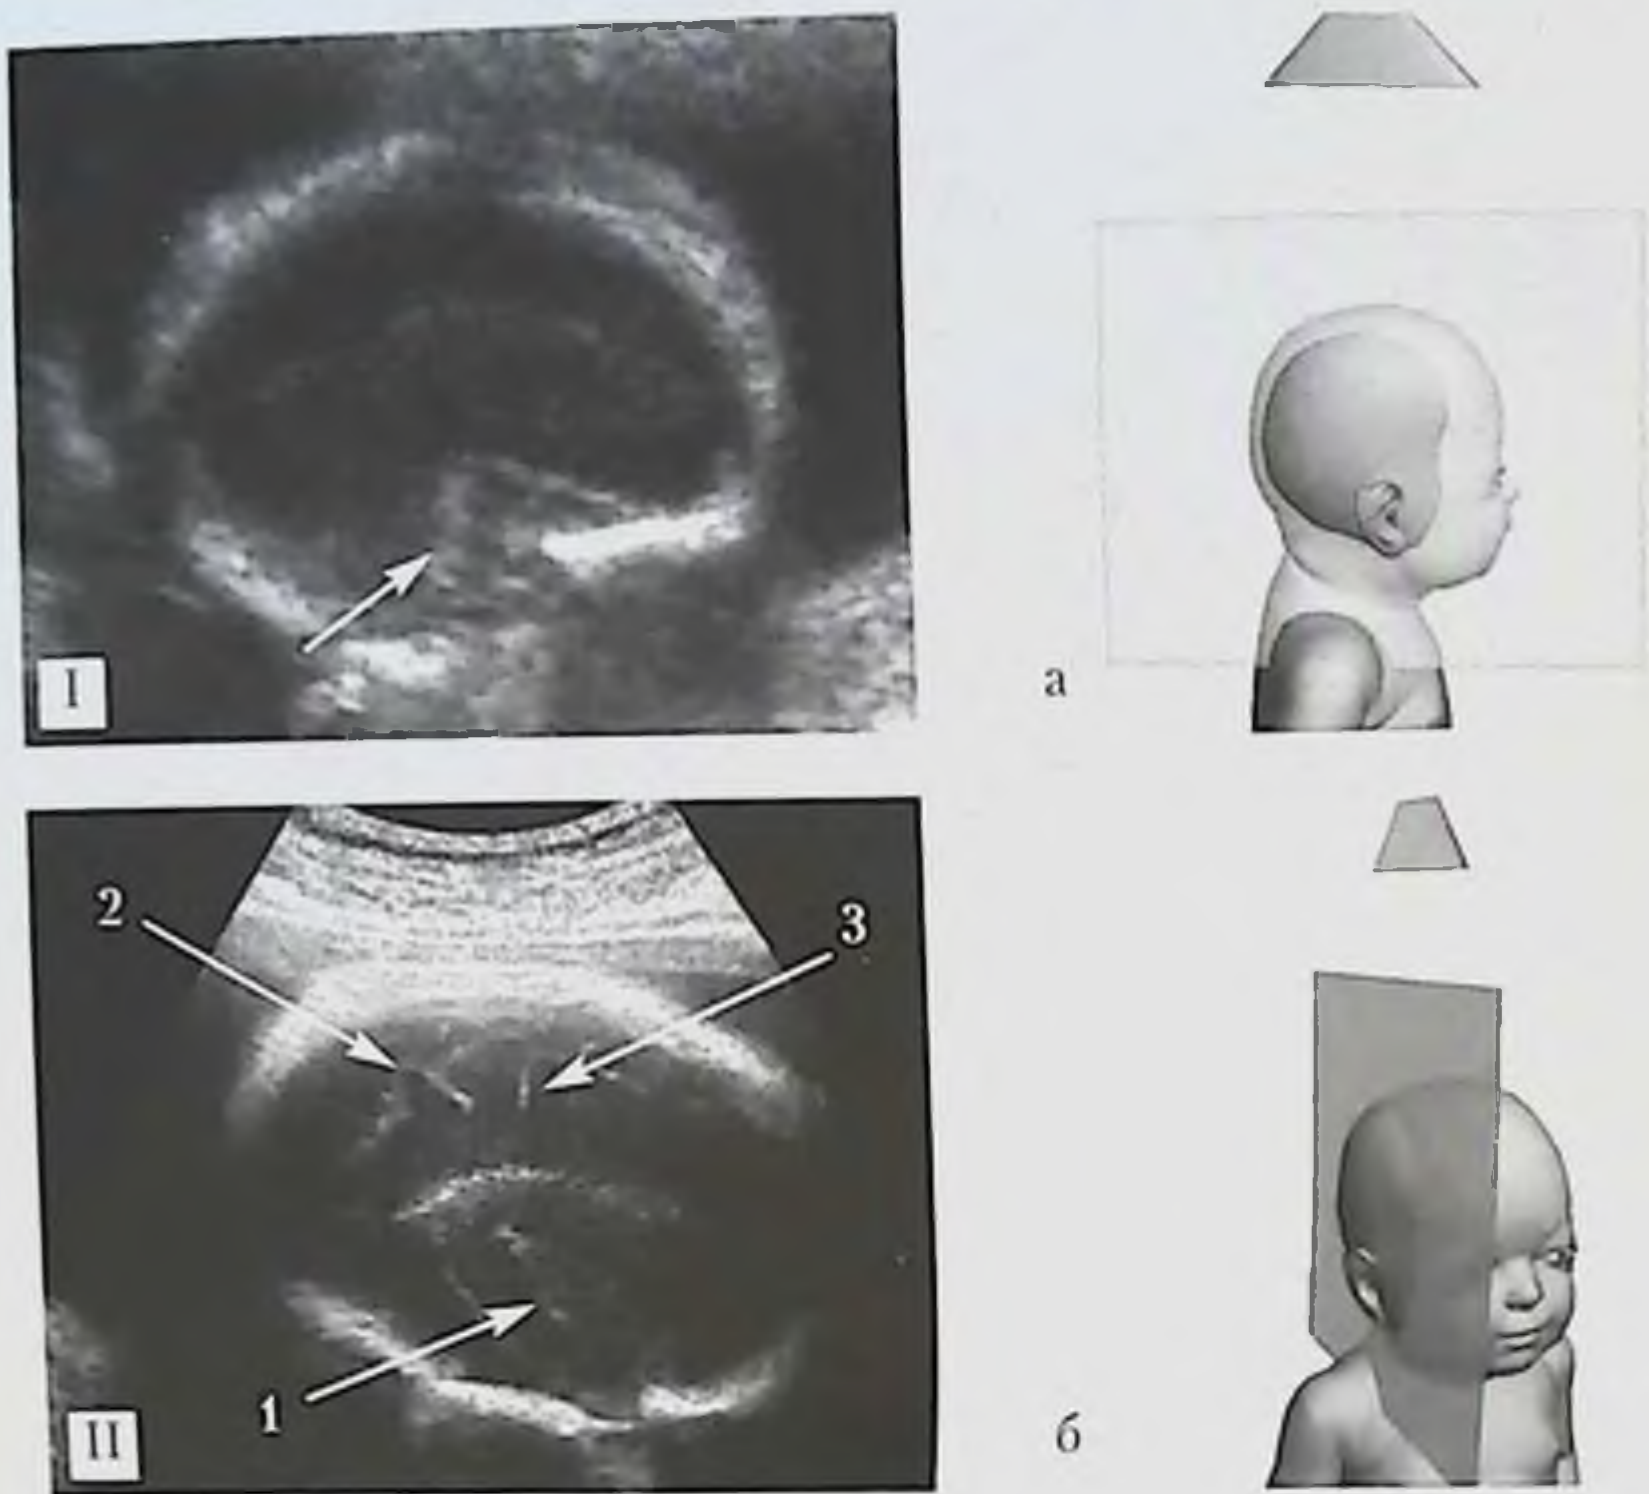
УЗИ головы плода. Различные варианты получения эхограмм боковых желудочков головного мозга плода в парасагиттальной плоскости при сроке гестации 20 нед; I — со стороны затылочной кости, II — со стороны метопического шва, III — со стороны нижнего отдела теменной кости. а, б, в — схемы расположения датчика, головы плода и ориентации плоскости сканирования.
